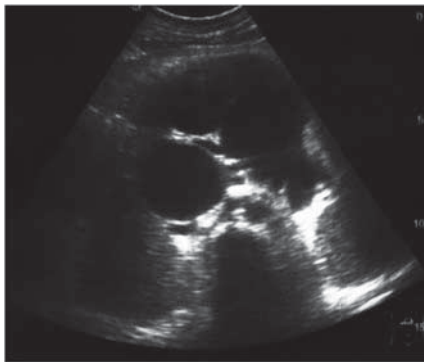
УЗИ брюшной полости: в эпигастральной области определяется многокамерное кистозное образование, размерами 109x81x49 мм с мелкодисперсной взвесью.
